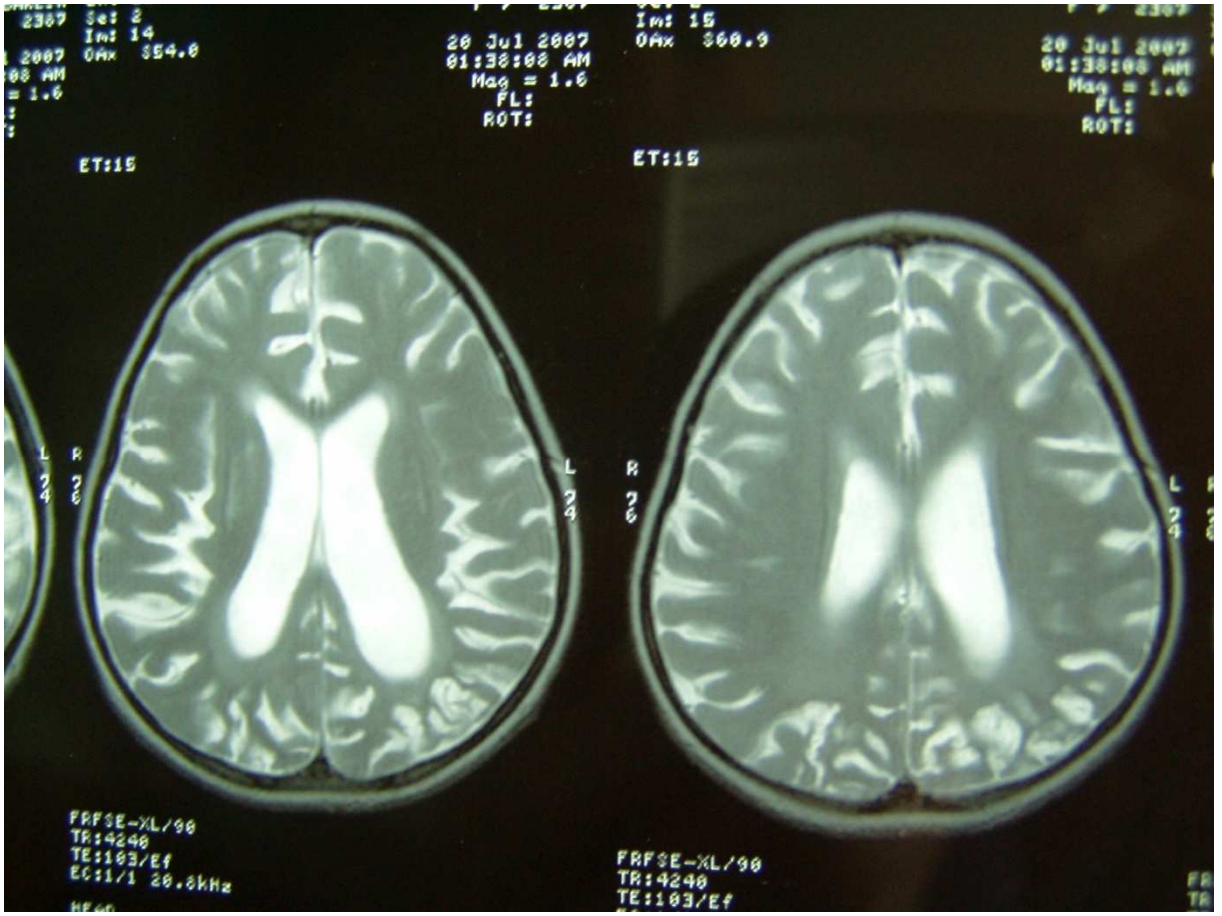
Tanıdan 18 ay sonra MRG, klinik evre IIIB
